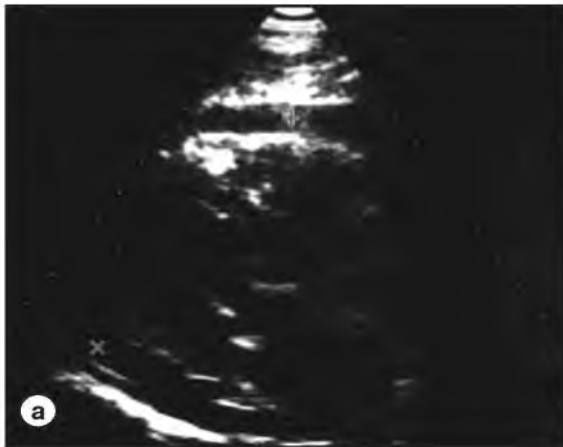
Эхокардиографические признаки осложнений транссептальной пункции
